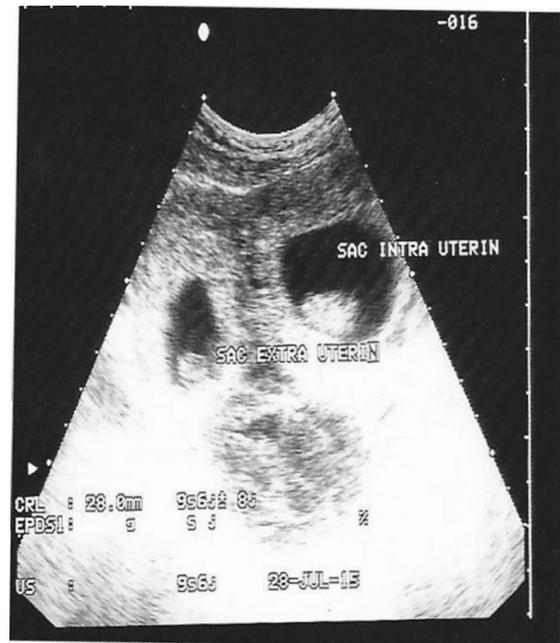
Échographie montrant une GEU et une GIU
